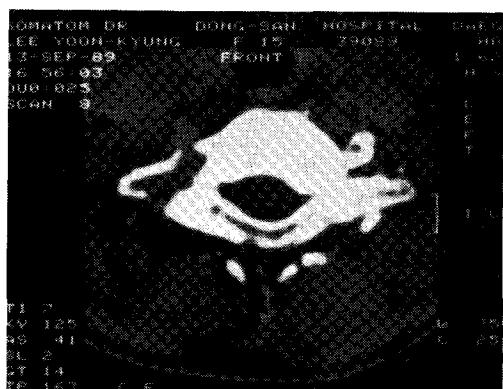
Computed tomography of the C7 vertebra: Destructive lesions are visible in right transverse process, lamina, and spinous process, but no lesions are found in the vertebral body.
